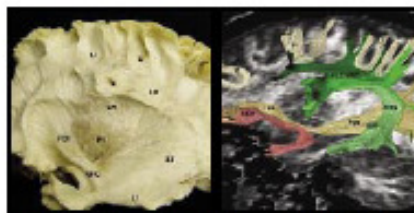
(Esquerda) Foto anatômica. (Direita) Tomografia. UNC= fascículo uncinado; FOI= fascículo fronto-occipital inferior; PT= pedículo; LI= fascículo longitudinal inferior; SS= átrio sagital; CR= coroa radiada; LS= fascículo longitudinal superior; U= fibras em U; ARQ= fascículo arqueado.
